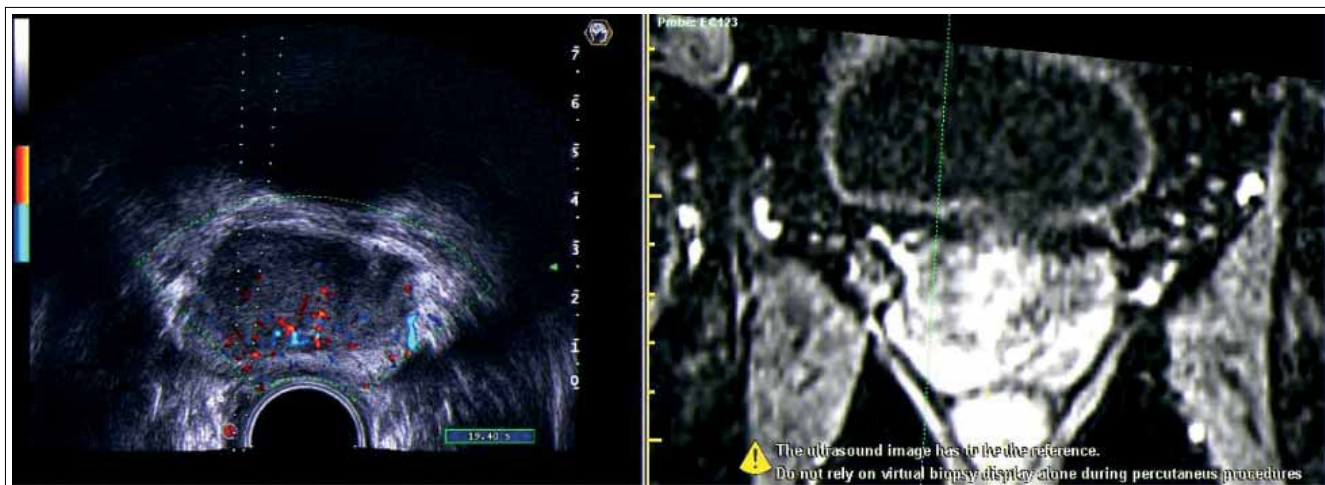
Совмещенное УЗ–МРТ-изображение. Линия предстоящей пункции на МРТ-изображении (слева) проходит через участок периферической зоны правой доли ПЖ, характеризующийся значительным накоплением МР-контрастного препарата
